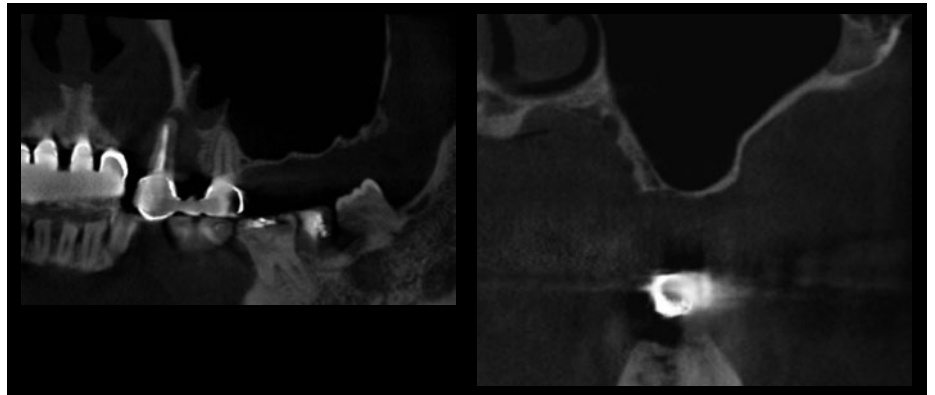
術前の CT 像。VBWは1mm程度でCT像からシュナイダー膜の厚みが全く認められないため、非常に薄い膜であることがわかる。
